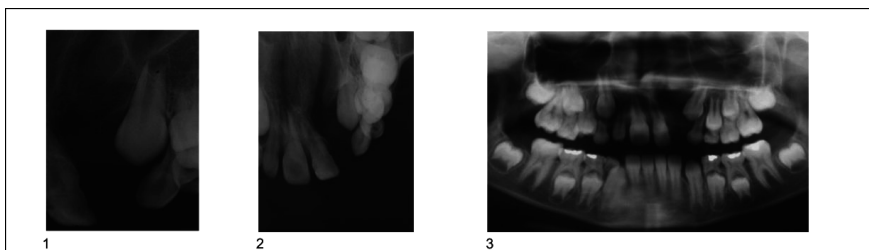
Imagens radiográficas pré-operatórias da região de fissura (1 – Radiografia periapical; 2 – radiografia oclusal; 3 – radiografia panorâmica).
